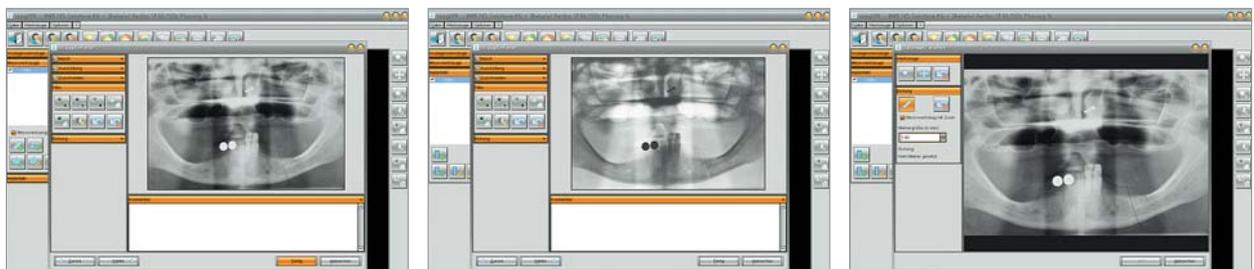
Filtermöglichkeiten zur Bildoptimierung. – Abb. 11: Invertiertes Bild. – Abb. 12: Eichung des Röntgenbildes.
